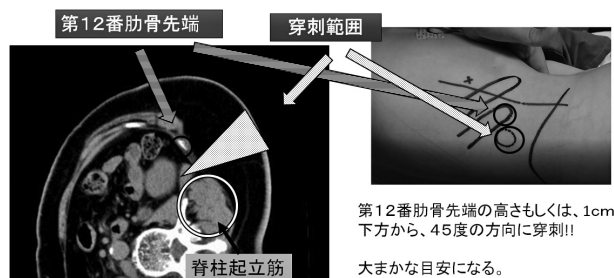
Relationship Between CT and the Puncture Site
